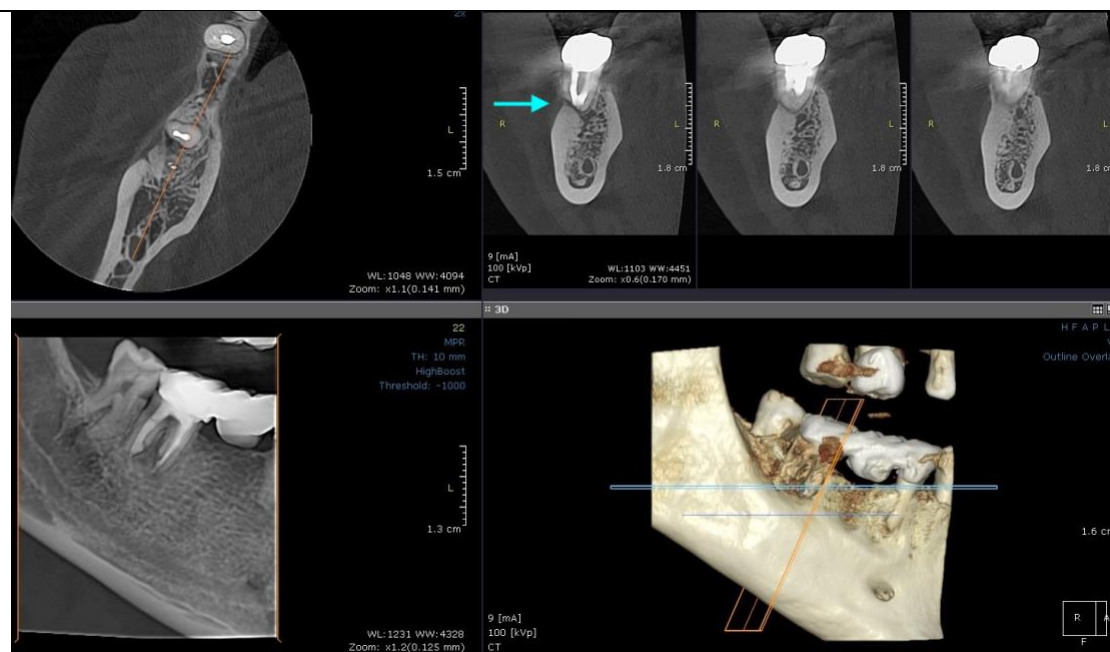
Secțiuni de CBCT în care se obiectivează vindecarea periapicală cu refacerea compactei vestibulare și a osului alveolar (săgeata indică rădăcina mezială)
